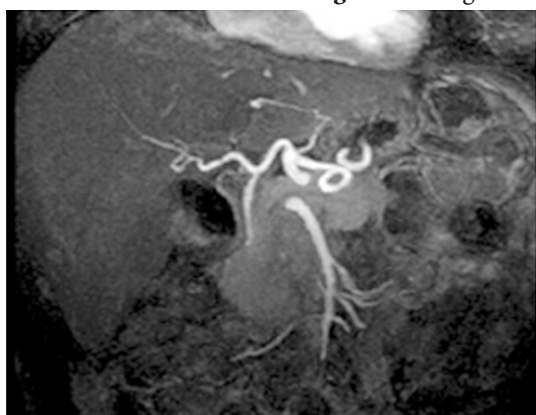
Angio-CT. Faza arterială Artera hepatică.
